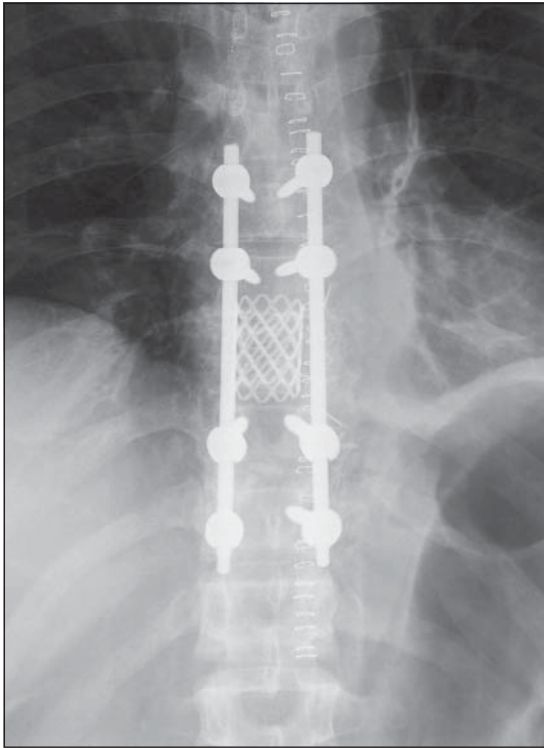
Radiografía AP de columna torácica postoperatoria con fijación pedicular + cage Harm y artrodesis posterolateral.
